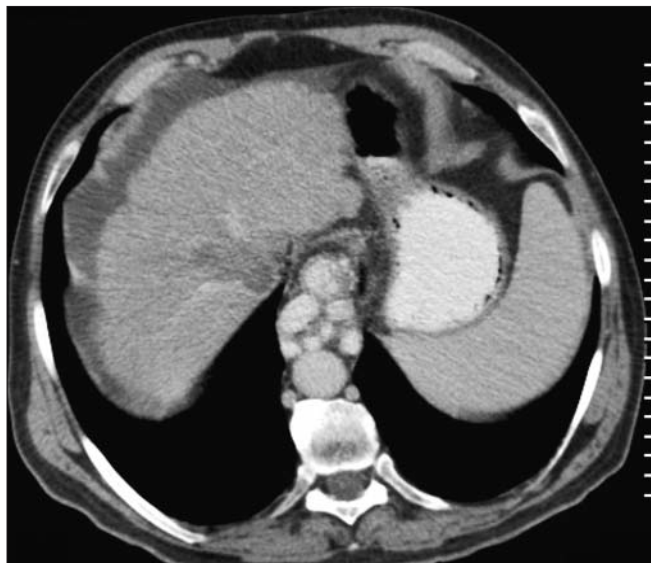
Tromboză de vena suprahepatică mijlocie (aspect CT)
